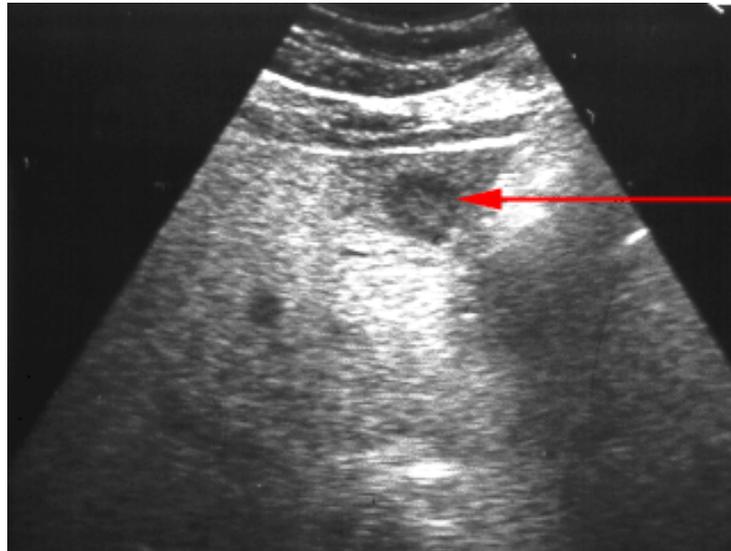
Image échographique en cocarde d'une métastase hépatique d'un cancer colique
